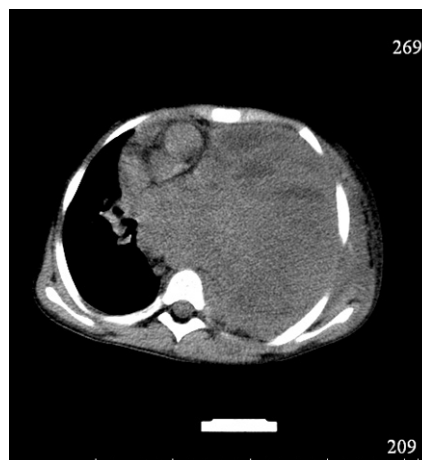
КТ ОГК, аксиальный срез (прогрессия заболевания)
